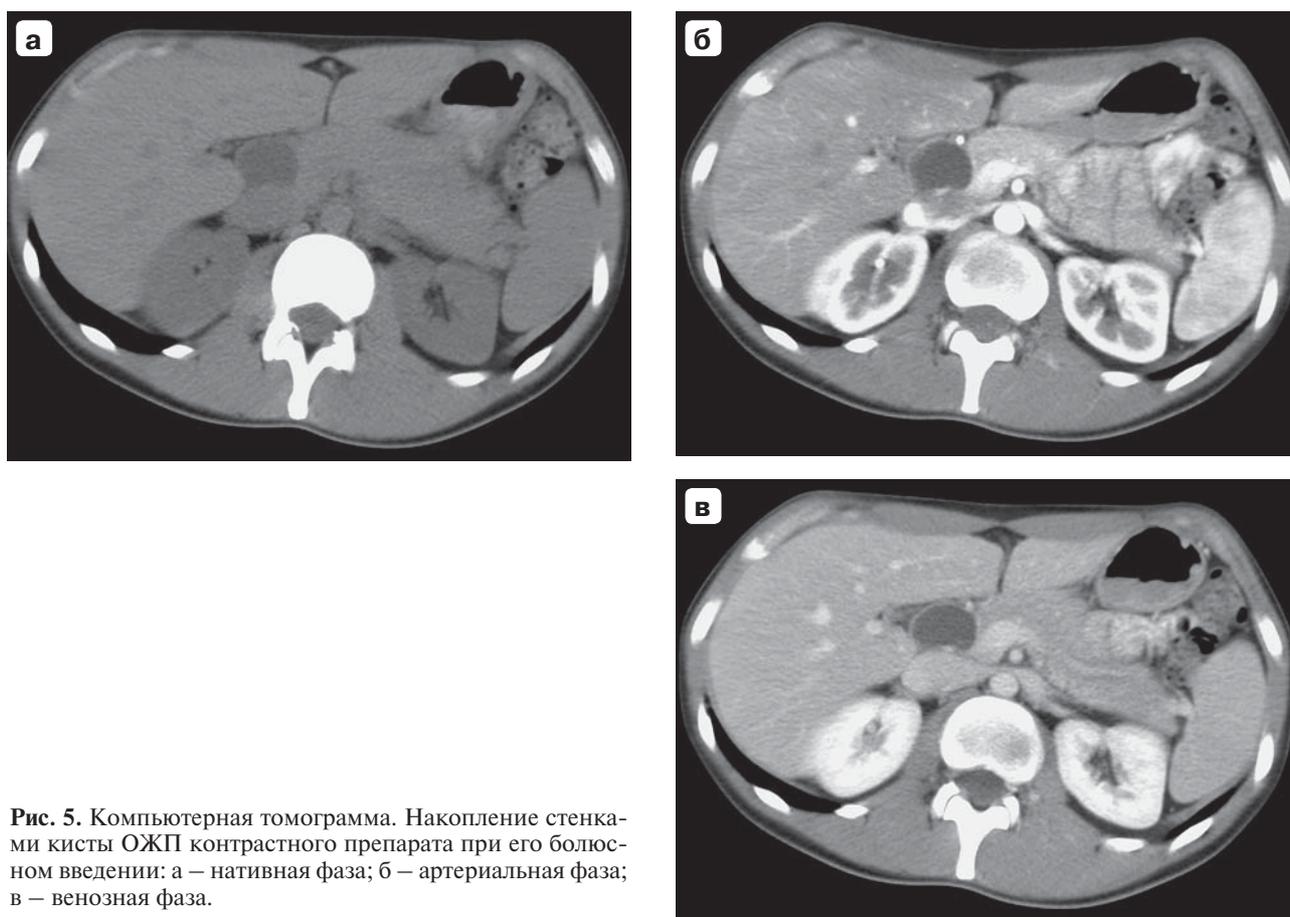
Компьютерная томограмма. Накопление стенками кисты ОЖП контрастного препарата при его болюсном введении: а – нативная фаза; б – артериальная фаза; в – венозная фаза.
